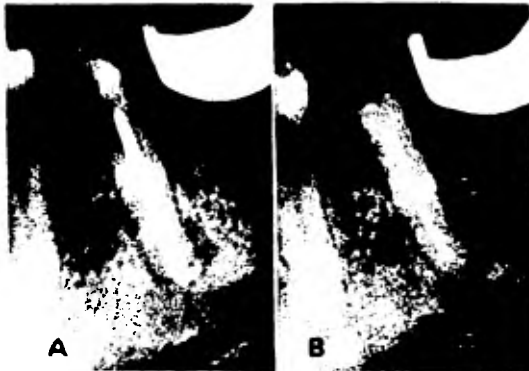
Gangrena pulpar y granuloma periapical. A. Post operatorio. Obturación del conducto y delta apical con pasta antiséptica lentamente reabsorbible (Maisto). B. A los dos años, reparación ósea completa.
